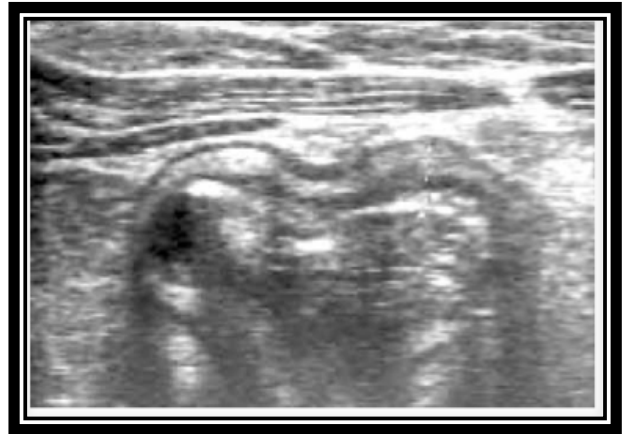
Ecografía abdominal en la que se observa un engrosamiento edematoso de la pared intestinal a nivel de ciego de 5.3mm.
